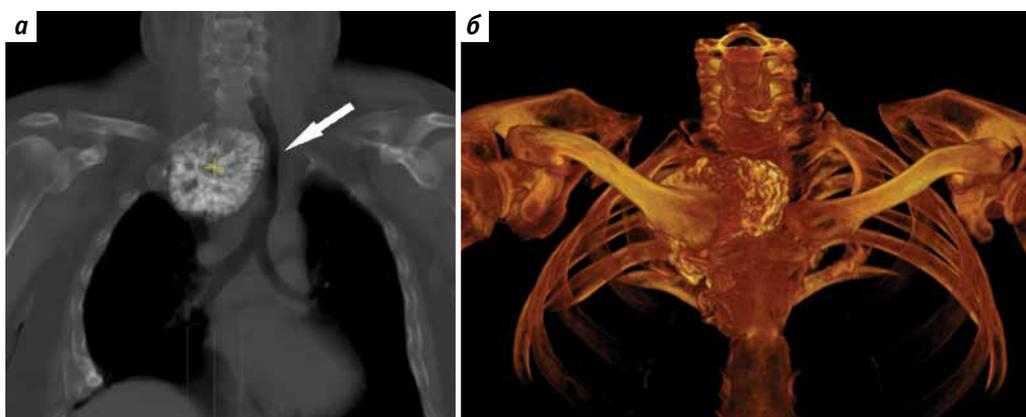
Результаты обследования пациента Г.: а – девиация трахеи (указана стрелкой) по данным компьютерной томографии; б – 3D-реконструкция верхней апертуры грудной клетки с новообразованием
